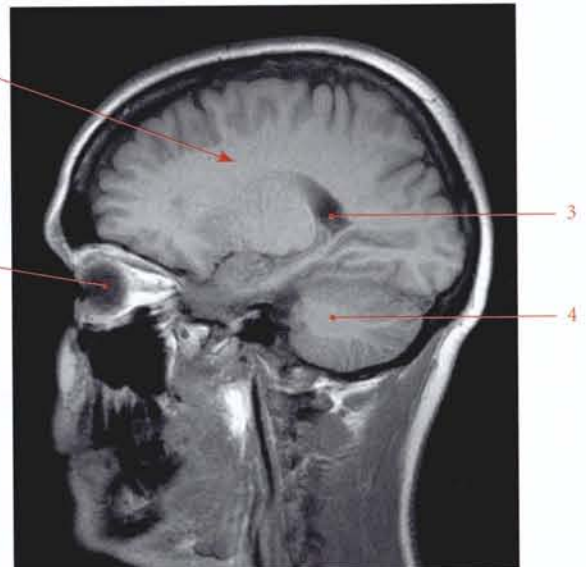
Coupe IRM parasagittale de la tête (cliché Dr Th. Diesce)
